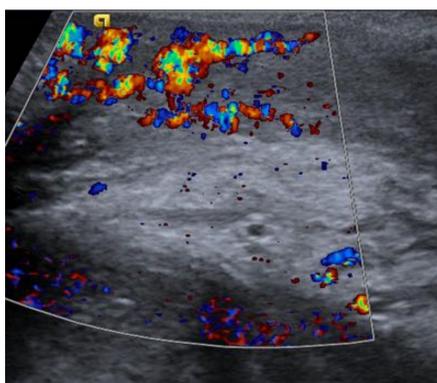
Aumento del grosor de las cubiertas escrotales, con marcada hiperemia (aumento del flujo Doppler-color), sin identificar colecciones. Epidídimo y testículo de morfología y aspecto normal.
